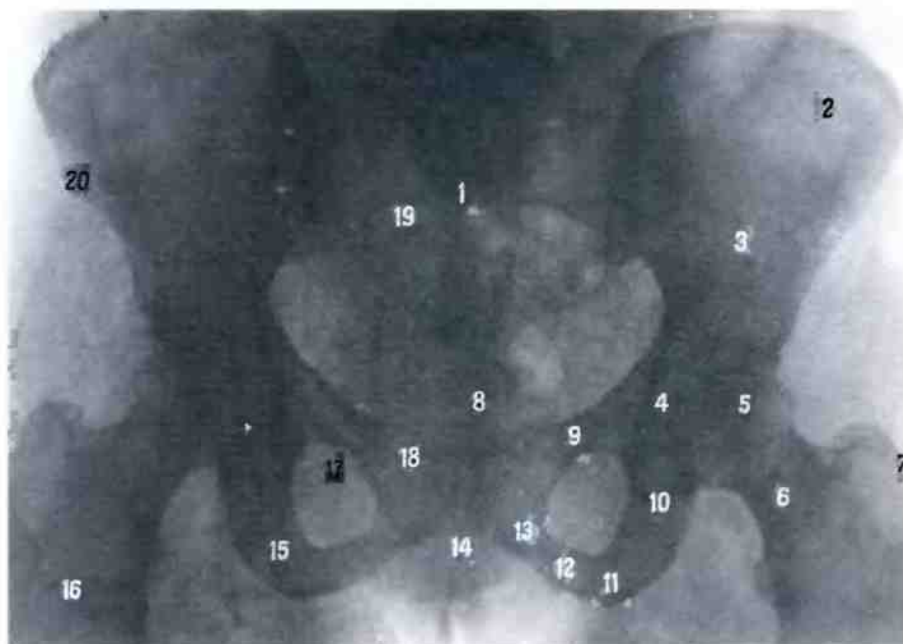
Таз женский; вид спереди (рентгенограмма).
